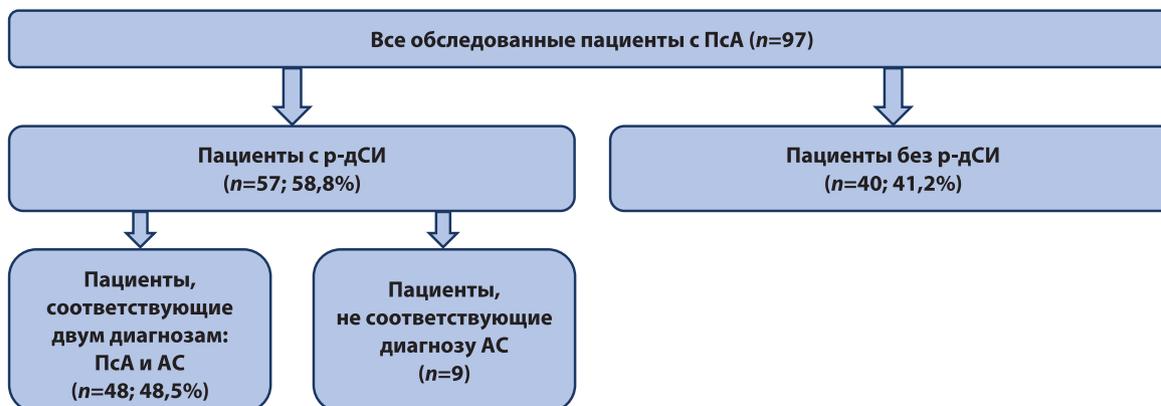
Соответствие модифицированным Нью-Йоркским критериям для анкилозирующего спондилита: ПсА – псориатический артрит; р-дСИ – рентгенологически достоверный сакроилиит; АС – анкилозирующий спондилит
